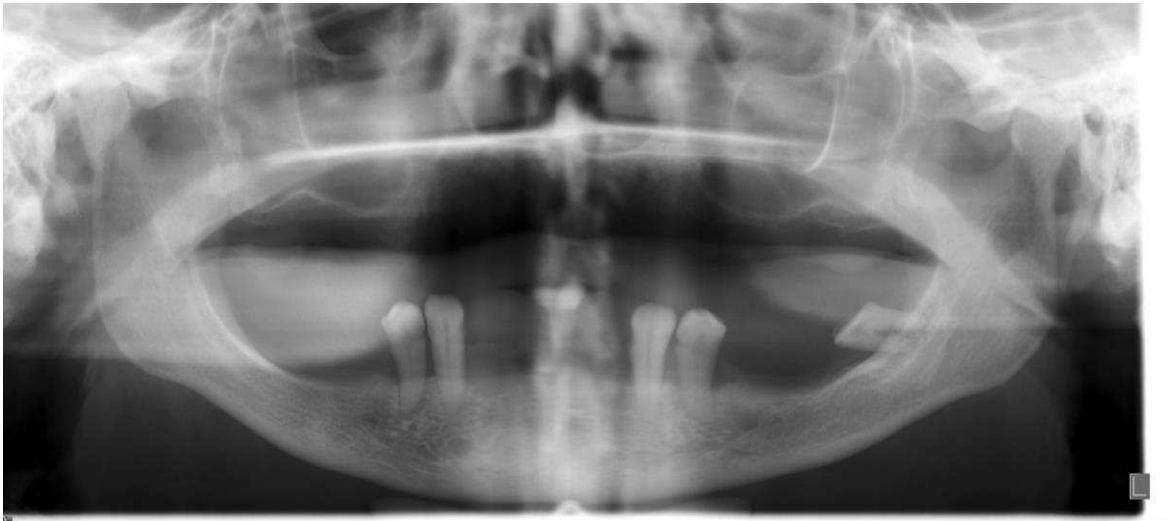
Ortopantomografia pré-operatória. (RX cedido por Dr. Joel Teles)
